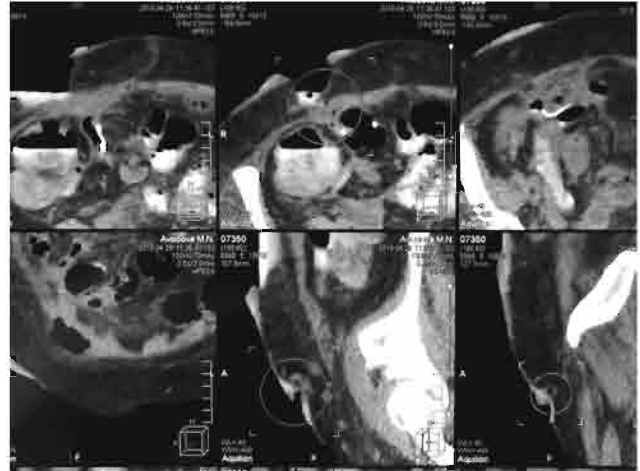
Комп'ютерна томографія черевної порожнини пацієнтки А. (29.04.2018 р.)
